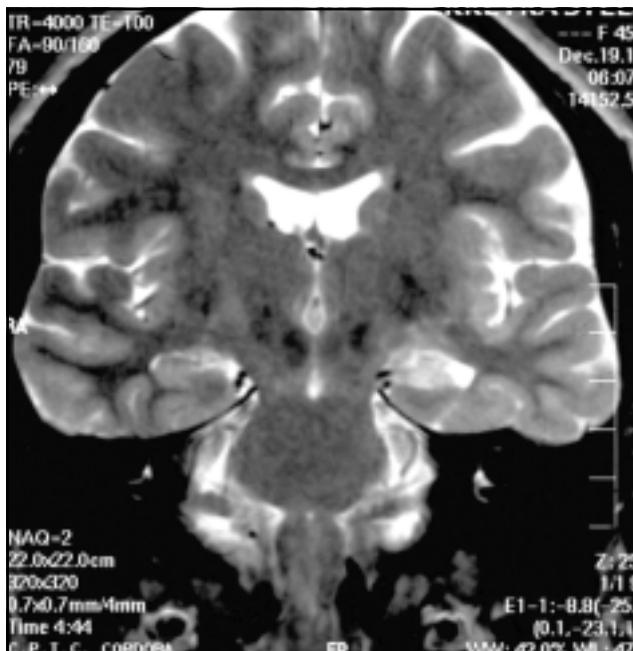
IRM coronal, secuencia FSE ponderada en T2 que muestra atrofia e hiperseñal del hipocampo izquierdo.
